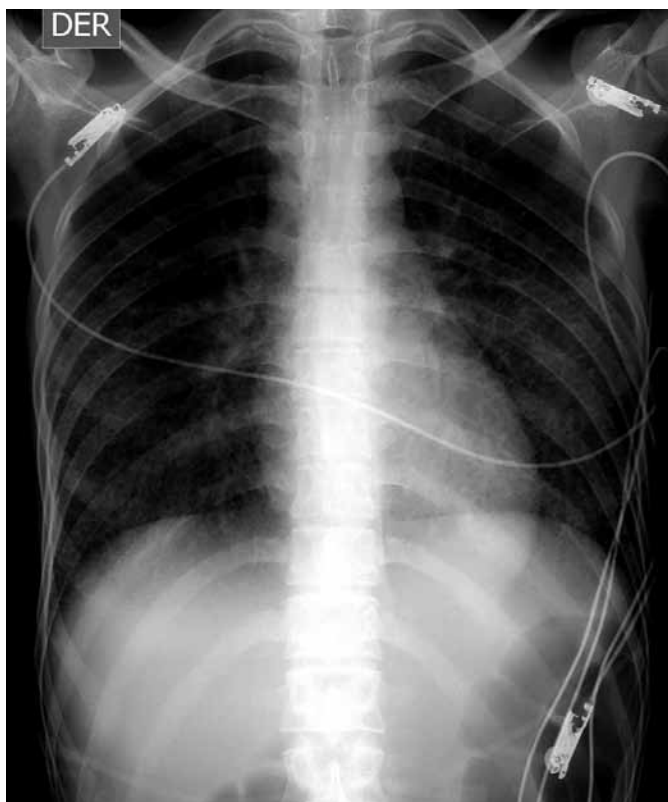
Paciente trasplantado de médula ósea. Neumonía por citomegalovirus. En la radiografía de tórax existe un patrón predominantemente intersticial de tipo reticulonodular fino. No hay consolidaciones del espacio aéreo.
